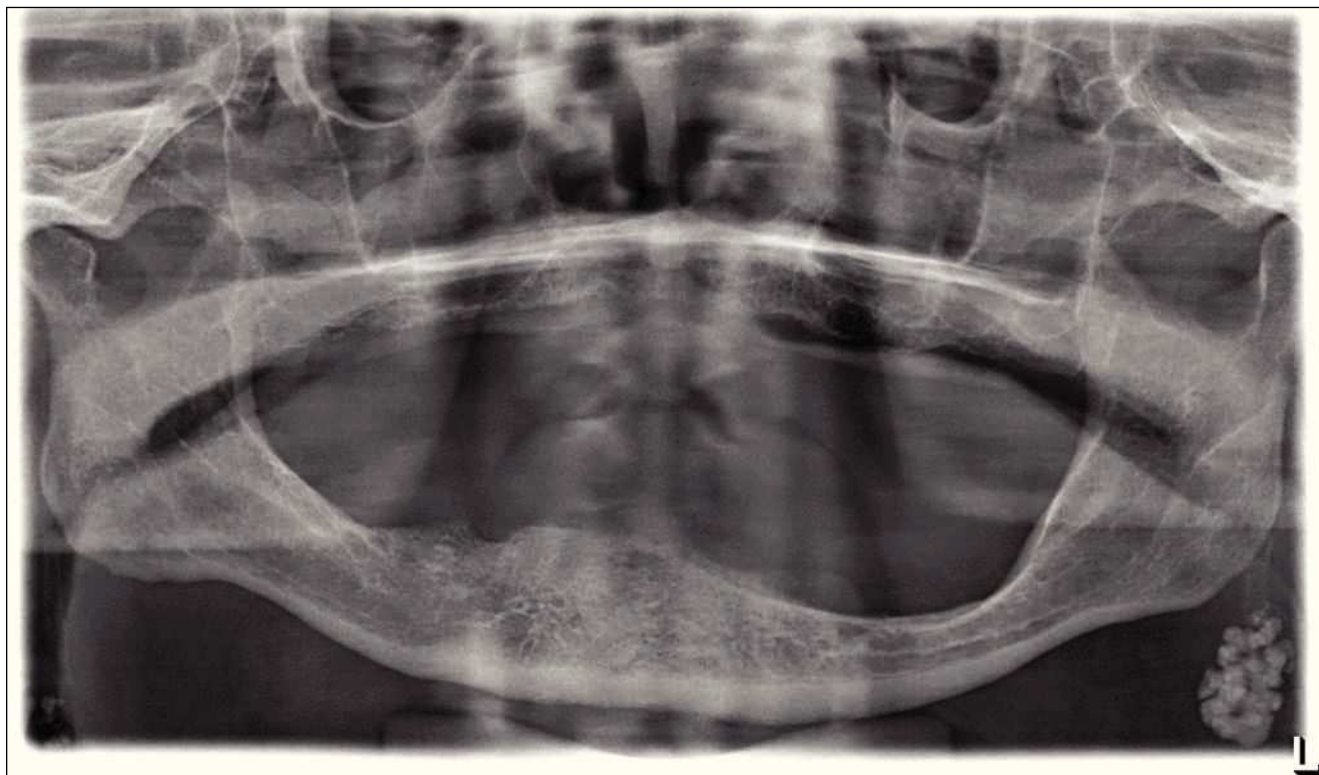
Radiografía panorámica: en la zona caudal del ángulo mandibular izquierdo se visualiza una estructura ovalada, hiperdensa, segmentada, lobulada y bien delimitada, patognomónica de un ganglio linfático calcificado.
